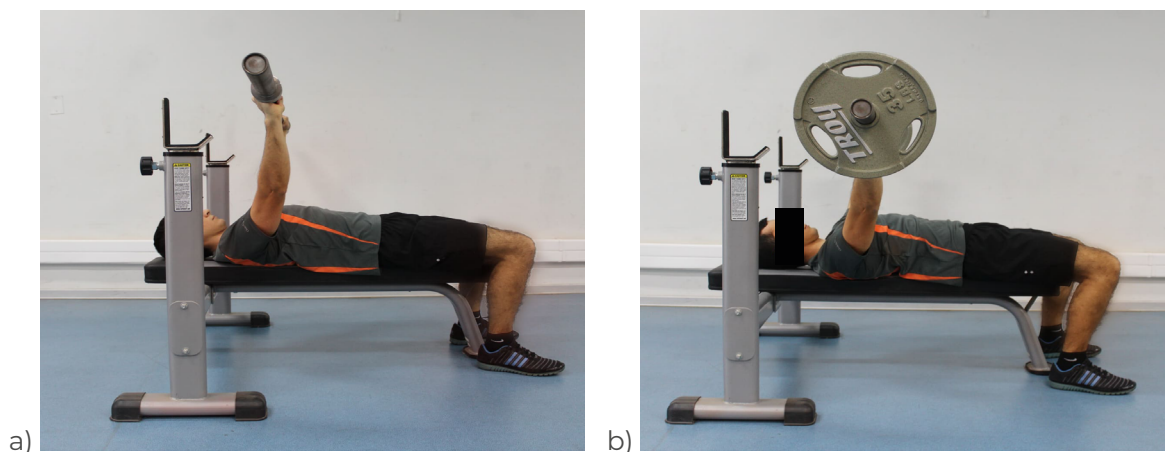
Ejercicio de *press de banca*: a) sin resistencia y b) con resistencia de 1 RM para el sujeto sometido a evaluación.
